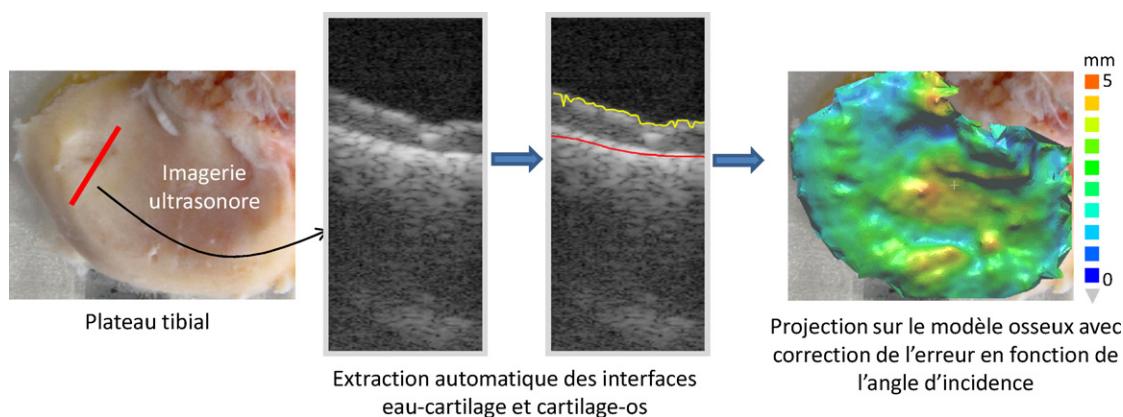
Principe de la mesure d'épaisseur avec une sonde échographique naviguée.
